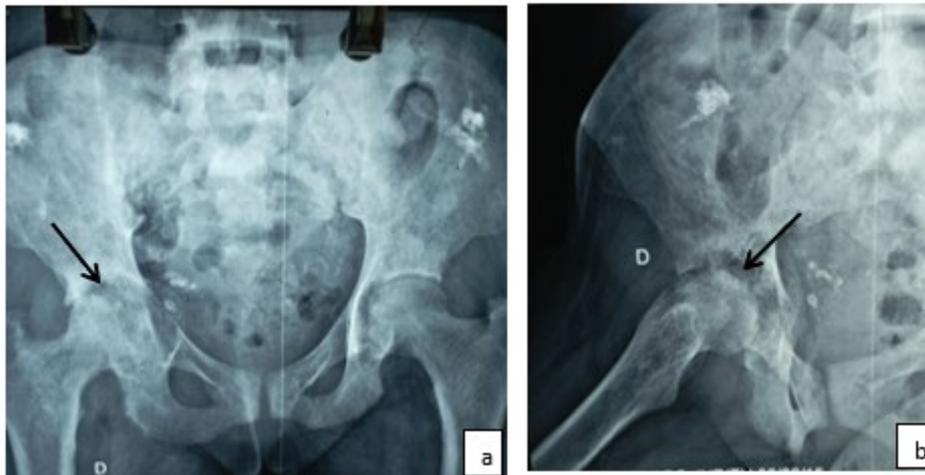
Radiographie du bassin face de notre série (a) et faux profil hanche droite (b) avec images d'ostéo-arthrite infectieuse à Bacille de Koch (coxalgie)
